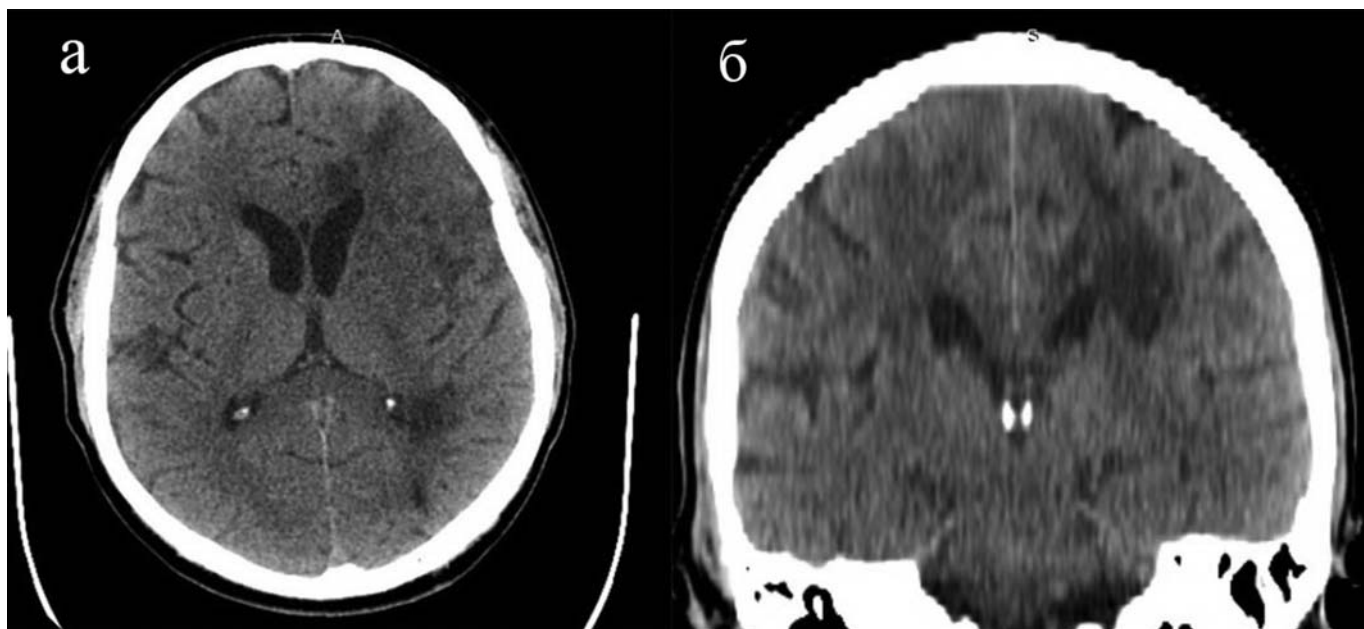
Мультиспиральная компьютерная томография головного мозга пациента М., 42 года, выполненная на 4-е сутки — уменьшение объема и выраженности гиподенсивного очага в бассейне средней мозговой артерии слева
